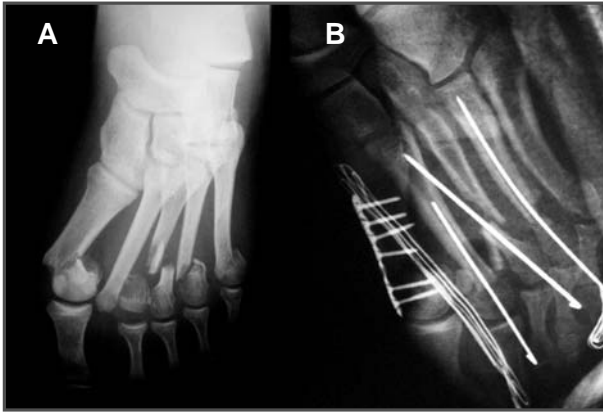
Radiografía del pie derecho realizada en el momento del ingreso. 1B. Radiografía tras la intervención.
